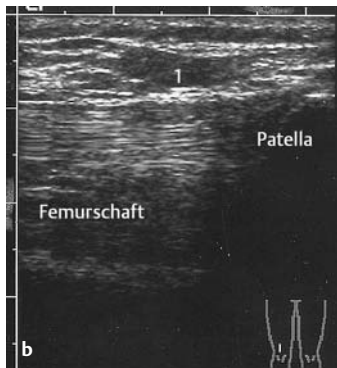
u. b Sonographie des Knies: Suprapatellarer Längsschnitt. a Schnitt-ebene, b Normalbefund. Patella, Femurschaft, Quadrizepssehne
